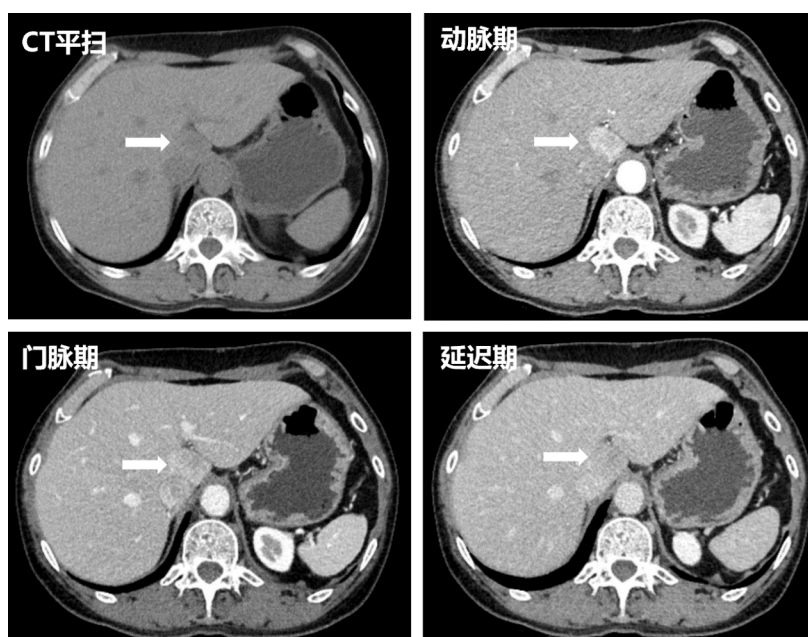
CT manifestations
